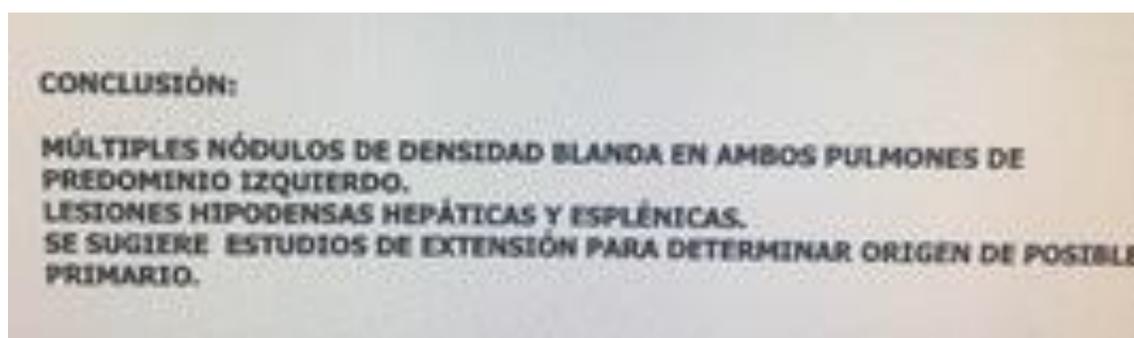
Informe radiológico de Tomografía Computarizada de Tórax-Abdomen y Pelvis realizada al ingreso, obtenido a través del sistema del hospital.
